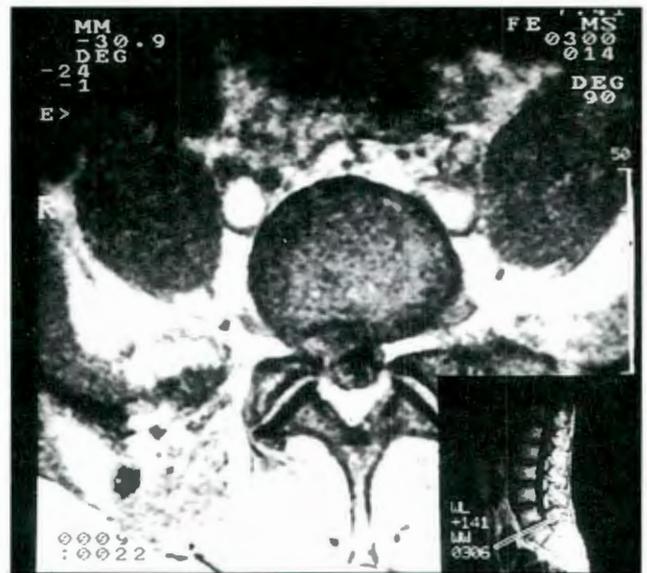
Corte axial de IRM ponderado en T1 informado como extrusión discal confirmada en cirugía. El intervalo entre la RM y la cirugía fue de 3 días.
